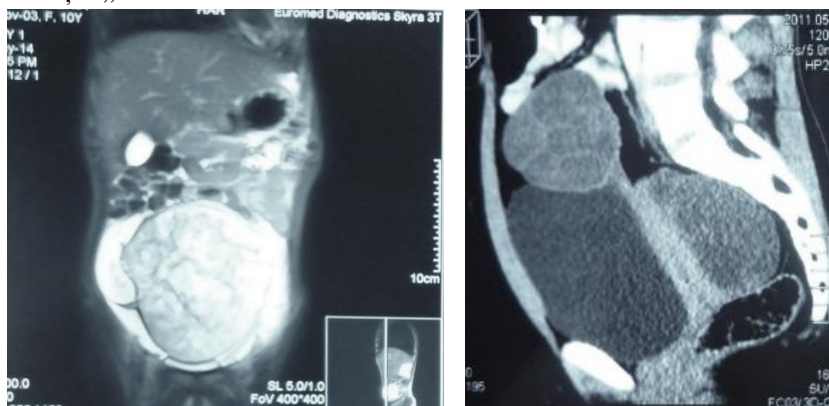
TC: formațiune tumorală ovariană
